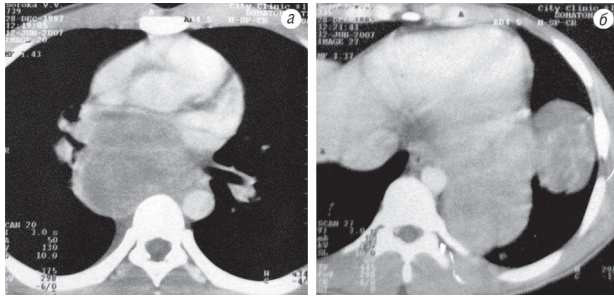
Частичная регрессия PNET после неoadъювантной ПХТ. КТ пациента Б., 21 год: а, б — до лечения, в, г — после лечения
